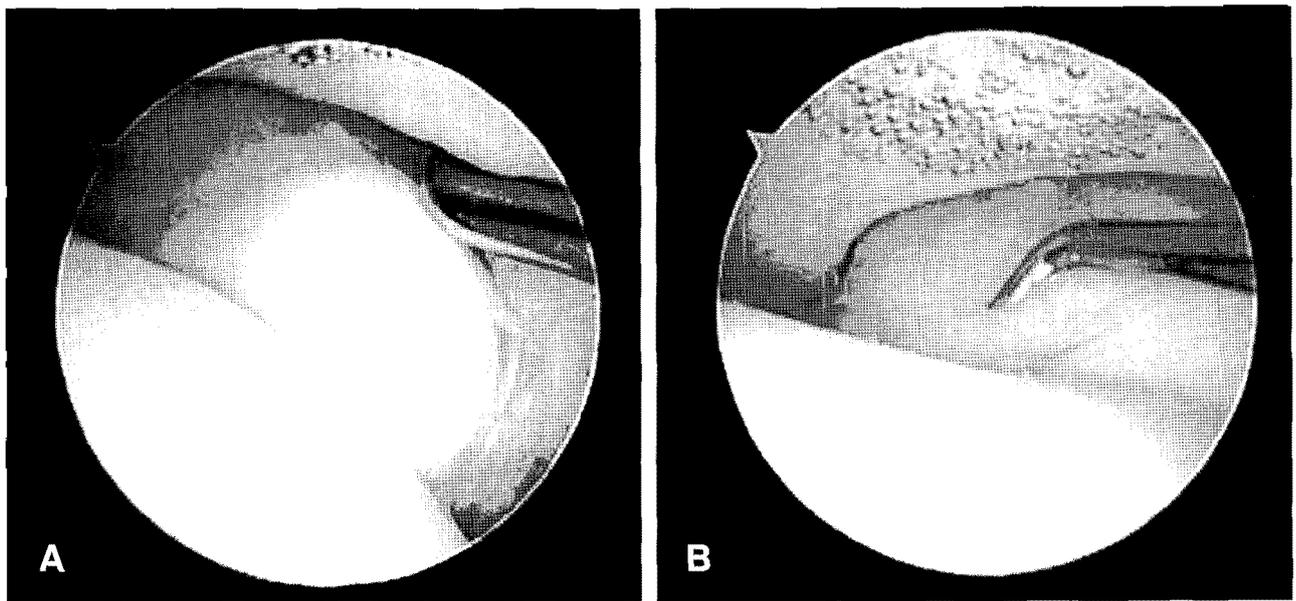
Arthroscopic diagnosis of chronic syndesmosis injury. A 30-year-old man who was diagnosed with distal tibiofibular syndesmosis injury by the CE 3D FSPGR MRI. (A) Two millimeter or more widening into which a probe could be inserted under arthroscopic examination. and (B) Hypertrophic synovial impingement in the distal tibiofibular joint.
